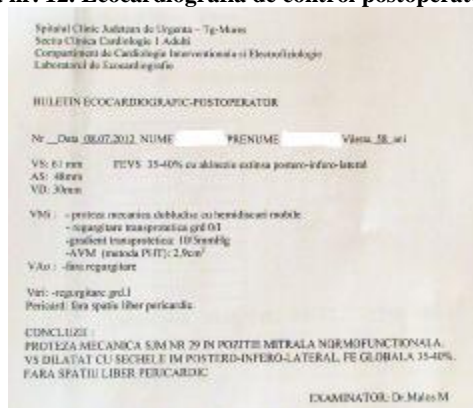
Ecocardiografia de control postoperator
